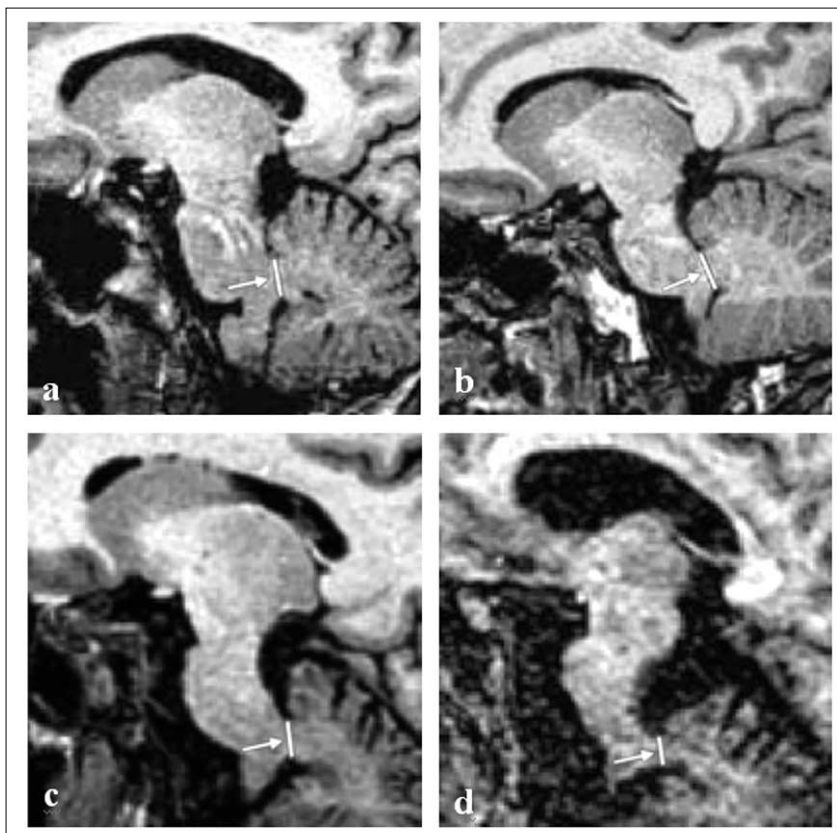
RM sagittale T1-pesata di un soggetto controllo (a), un paziente con malattia di Parkinson (b), un paziente con atrofia multi-sistemica di grado lieve (c) e severo (d). Il trattino bianco indica il diametro trasversale del peduncolo cerebellare medio (a=8,9 mm; b=8,5 mm; c=7,1 mm; d=5,8 mm). Da Nicoletti et al. (2006)
